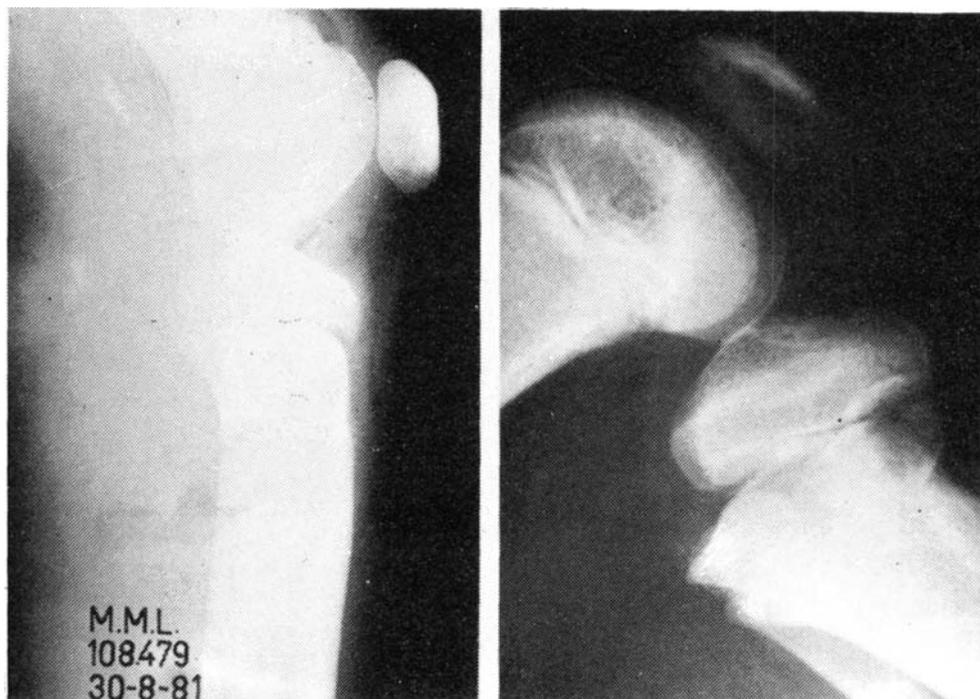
Caso 1. A: Radiografía inicial. Lesión de la arteria poplítea. B: Desplazamiento secundario.
